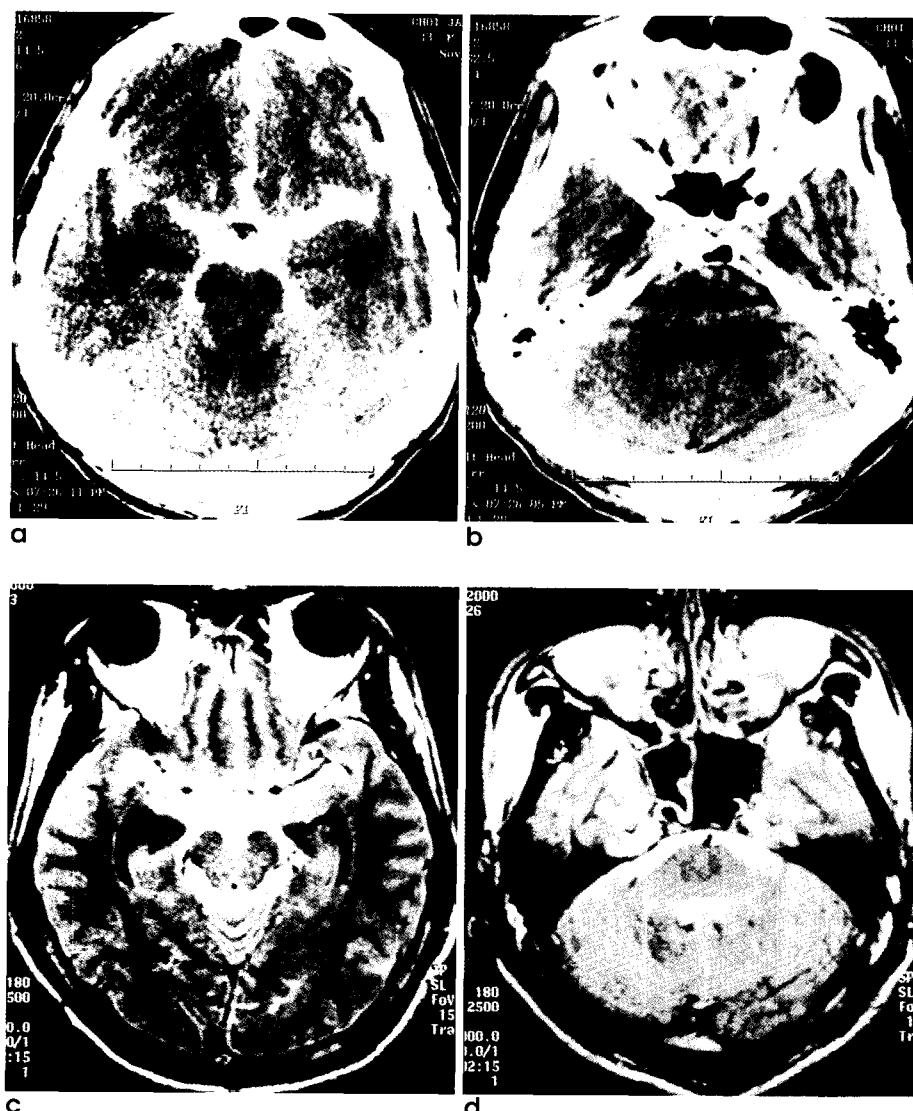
A 33-year-old man with acute subarachnoid hemorrhage (SAH) caused by aneurysm rupture in the left middle cerebral artery. Unenhanced CT scans and FLAIR images were obtained 1 and 3 hours after ictus, respectively.
